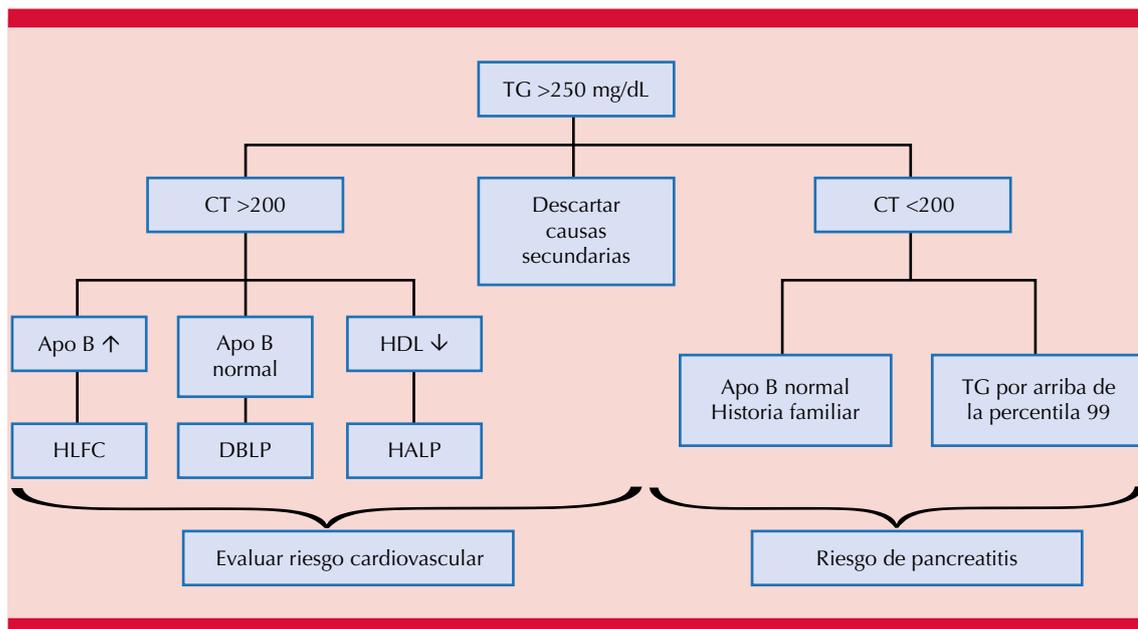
Algoritmo de valoración de hipertrigliceridemia para médicos no endocrinólogos. TG: triglicéridos; CT: colesterol total; Apo B: apolipoproteína B; HDL: lipoproteína de alta densidad; HLFC: hiperlipidemia combinada; DBLP: disbetalipoproteinemia; HALP: hiperalfalipoproteinemia.
